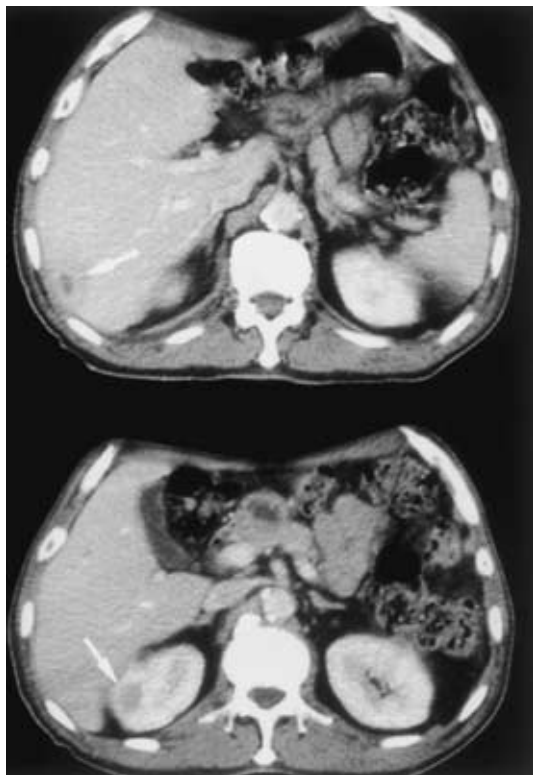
Enhanced abdominal CT, showing abscesses in the liver and kidney.
